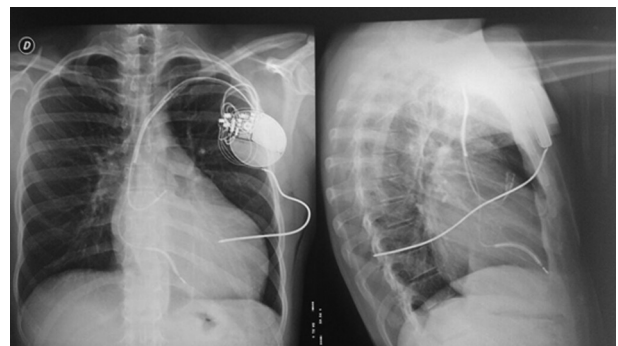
Radiografía de tórax de frente y perfil posimplante. Nótese el catéter de desfibrilación subcutáneo que va hacia el dorso (SQ 6996, Medtronic, Minneapolis, MN).
